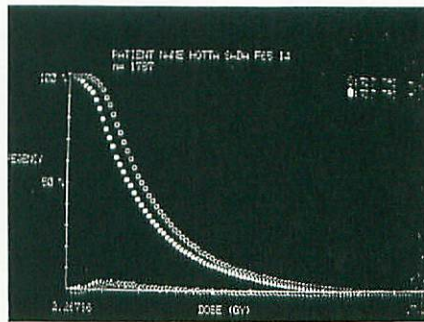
CT画像からえられた治療患者のDose Volume Histogram
